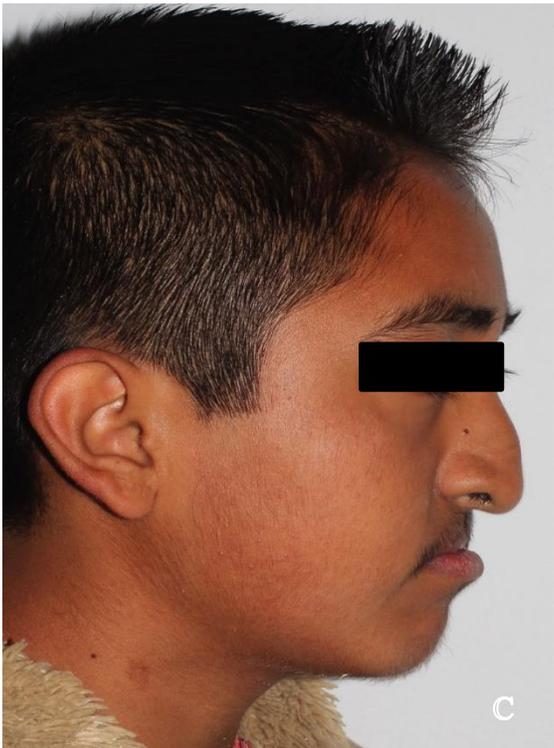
Registros iniciales. A. Fotografía extraoral frontal. B. Fotografía extraoral frontal sonrisa. C. Fotografía extraoral lateral izquierda. D. Radiografía lateral de cráneo.
